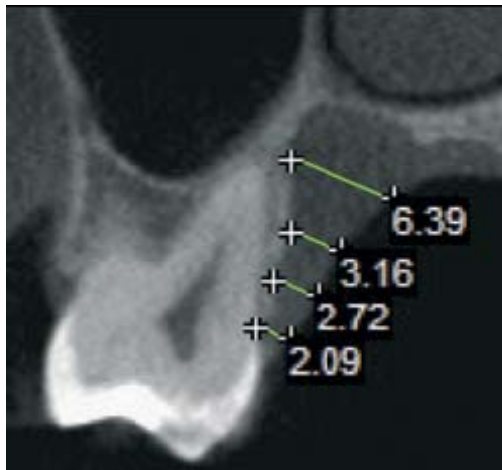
Representação da imagem da tomografia computadorizada de feixe cônico e exibição das precisas medidas obtidas com o programa iCat de acordo com as posições indicadas na Figura 2.
